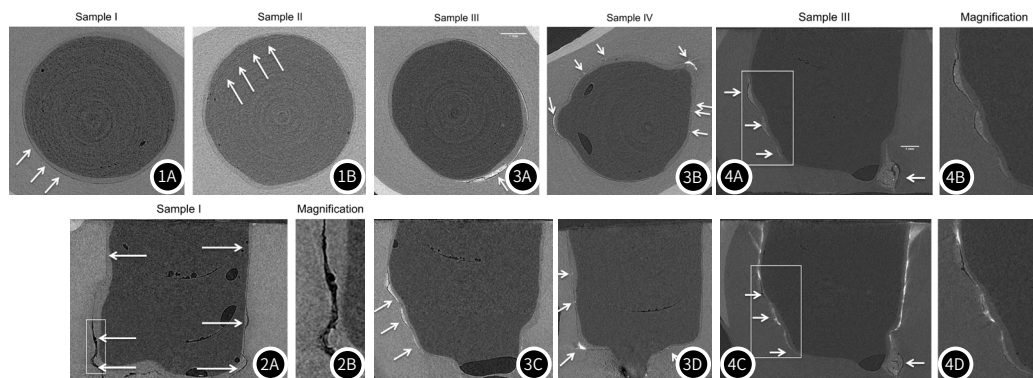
图1B 样本I(1A)和样本II(1B)的相位对比μCT图像。在轴位图像(1A和1B)中,可发现间隙(箭头):牙本质与粘结剂之间(1A),粘结剂与复合体之间(1B)。这两幅图像都显示,样品对外的界面保持完好。
